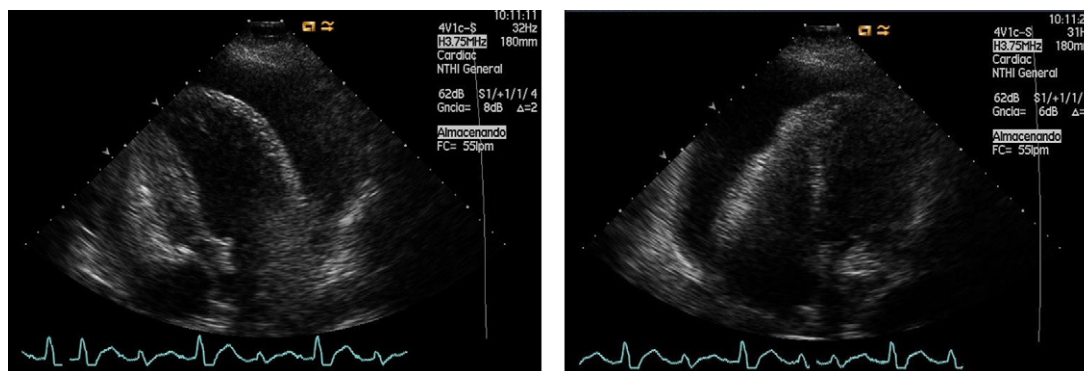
Ecocardiograma. Bamboleo (*swinging*) del corazón en el saco pericárdico que justifica en este caso la AE.
